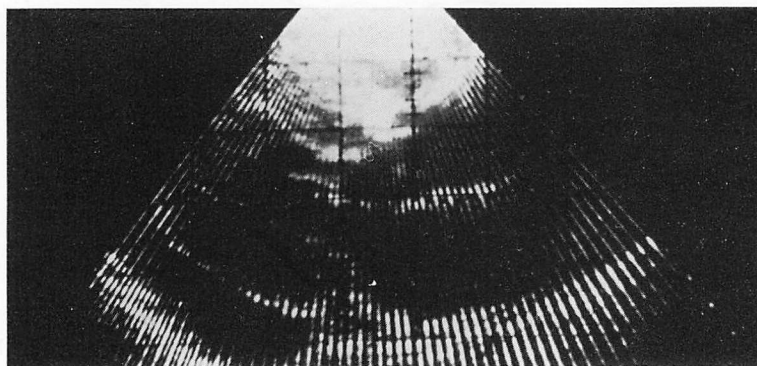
Two-dimensional echocardiogram (parasternal long-axis view).
